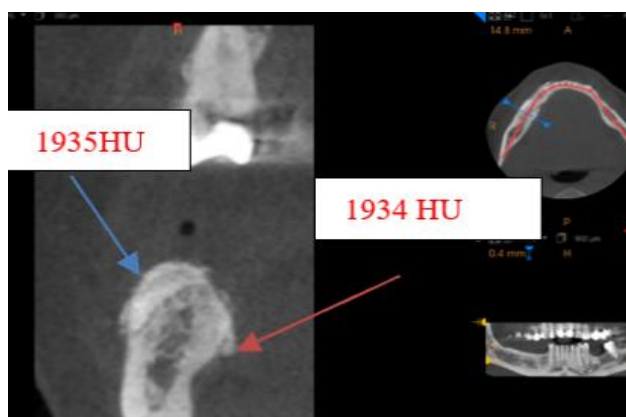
Secțiune CBCT cu osteodensitometria la nivelul d. 4.6 a grefei regenerate, în comparație cu corticala vestibulară adiacentă
